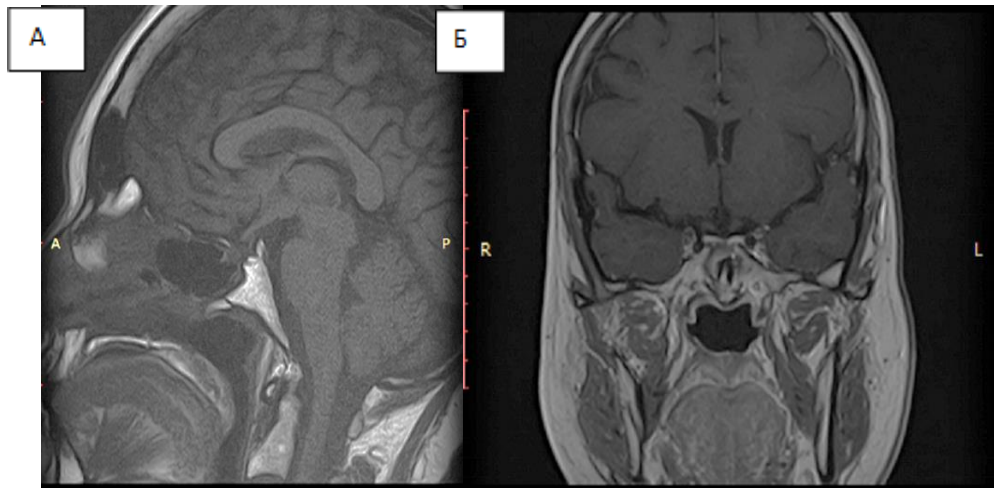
МРТ пациентки В-ой (И/б № 4944/15-2015) через 4 года после операции. А – МРТ в сагиттальной проекции в Т1 режиме с контрастное усиление нет признаков рецидива опухоли (белая стрелка). Б – МРТ в фронтальной проекции в Т1 режиме нет признаков рецидива опухоли
